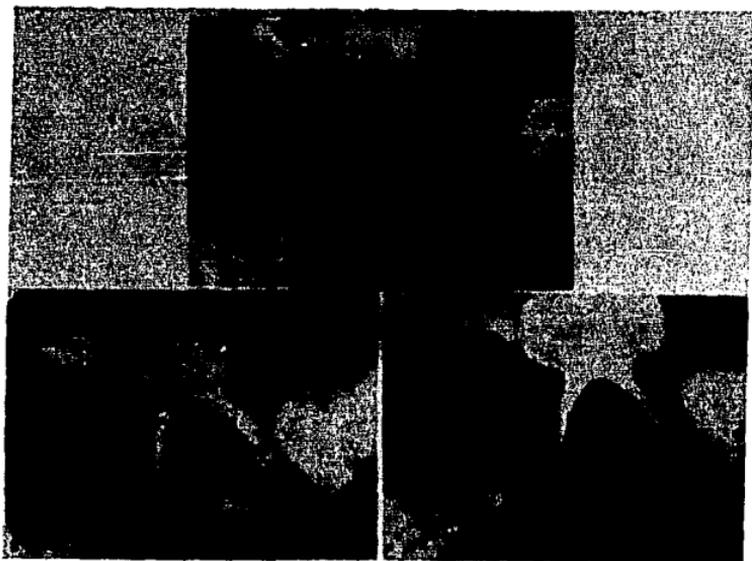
A, Radiografía coronal que muestra el estado de un segundo molar mandibular temporal antes de la pulpectomía parcial.
